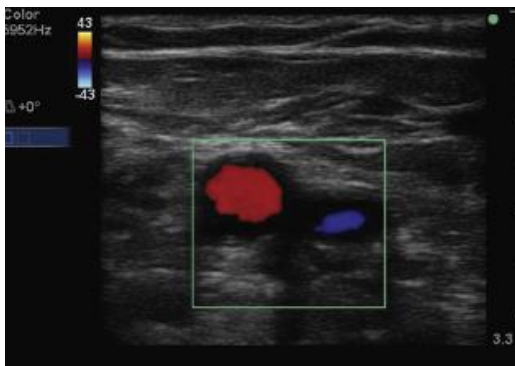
Doppler con flujo color de la vena yugular interna y la arteria carótida común (Soni, Arntfield, & Kory, 2015).
